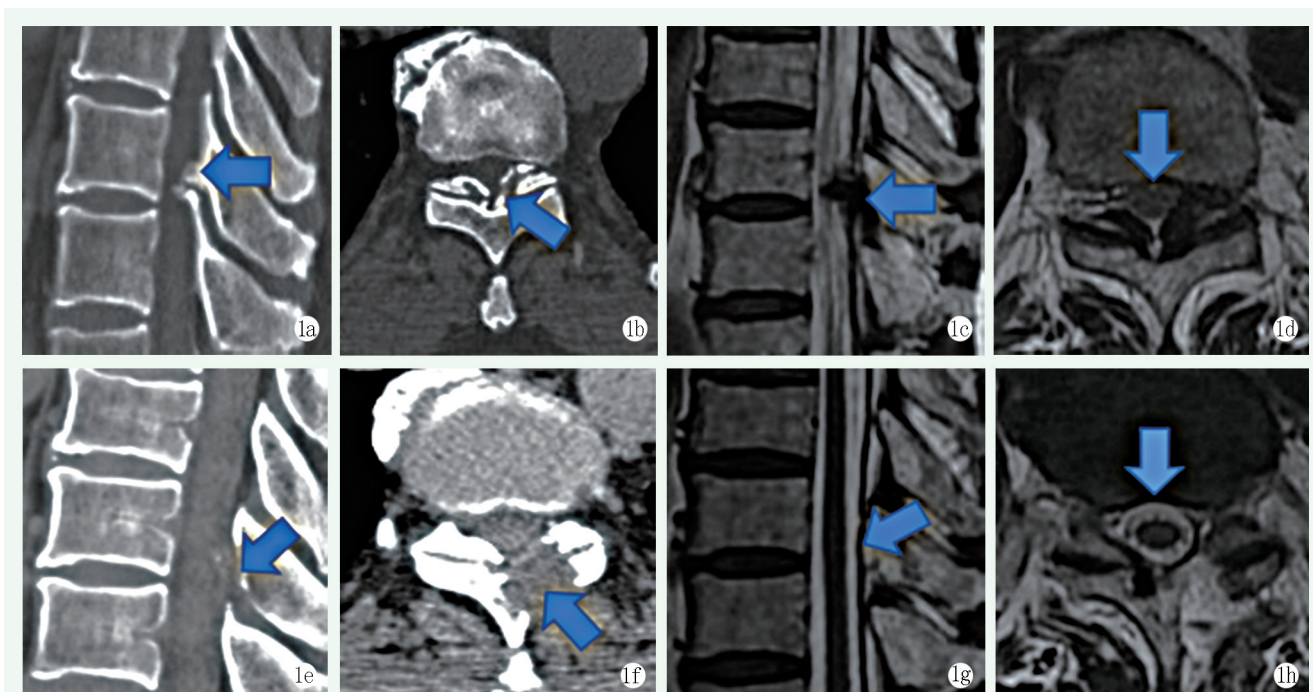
患者, 男, 54岁, 双下肢麻木、无力1年余, 加重1个月, T_{10/11}节段TOLF, 行UBE减压术 1a, 1b: 术前CT示骨化的黄韧带并进入椎管, 左侧压迫重 1c, 1d: 术前MRI示硬膜囊及胸髓受压 1e, 1f: UBE开窗减压术后, 进入椎管内的骨化黄韧带被去除及开窗位置 1g, 1h: 术后MRI示胸髓压迫解除, 椎管容积扩大, 硬膜囊饱满
